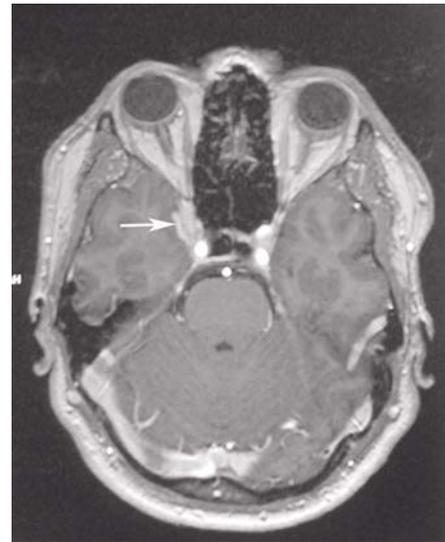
Tedavi sonrası elde olunan kontrol MRG'inde kavernöz sinüsteki patolojik kontrastlanmalarda azalma gözlemlendi.
